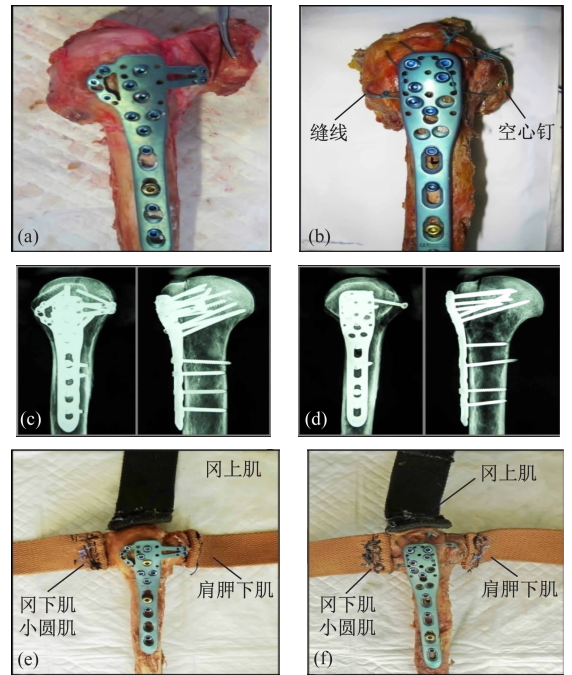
骨折模型固定 (a) (b) 两组标本固定后外观, (c) (d) 两组标本 X 线平片, (e) (f) 两组标本肩袖肌与编织腰带缝合后外观
